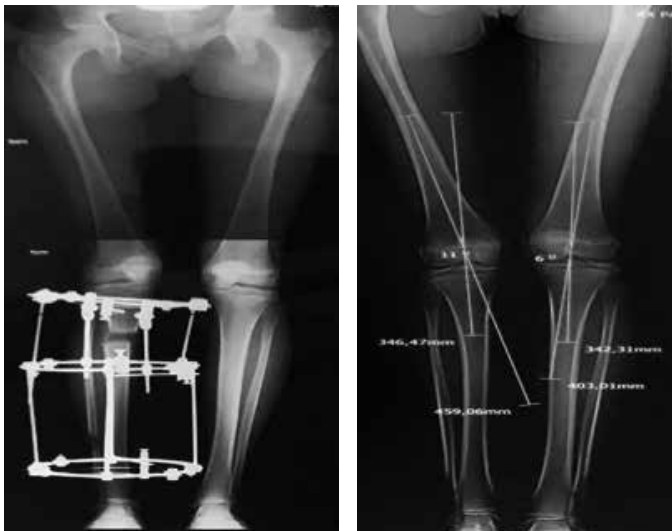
Radiografia panorâmica dos membros inferiores com fixador externo de Ilizarov em alongamento progressivo da perna (A), e demonstrando o desvio em valgo do membro inferior direito (B).
